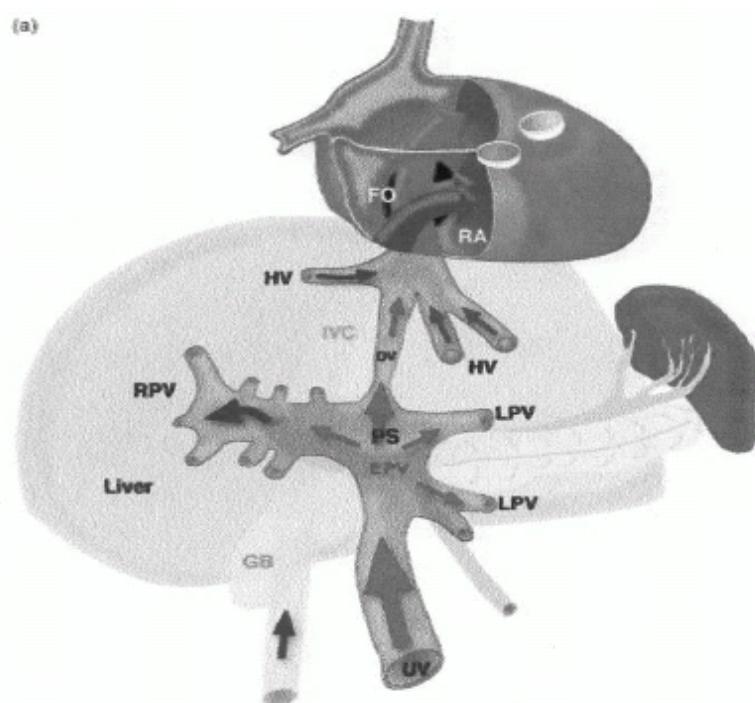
Representation of fetal umbilical and hepatic venous system. The arrows indicate the direction of flow. The colors show the degree of oxygenation (red=high, purple=medium, blue=low). FO, foramen ovale; RA, right atrium; DV, ductus venosus; UV, umbilical vein; HV, hepatic veins; IVC, inferior vena cava; PS, portal sinus; LPV, left portal vein; RPV, right portal vein; EPV, extrahepatic portal vein; GB, gallbladder (reprinted with permission from Ultrasound Obstet Gynecol 2001; 18: pp.598-604)
